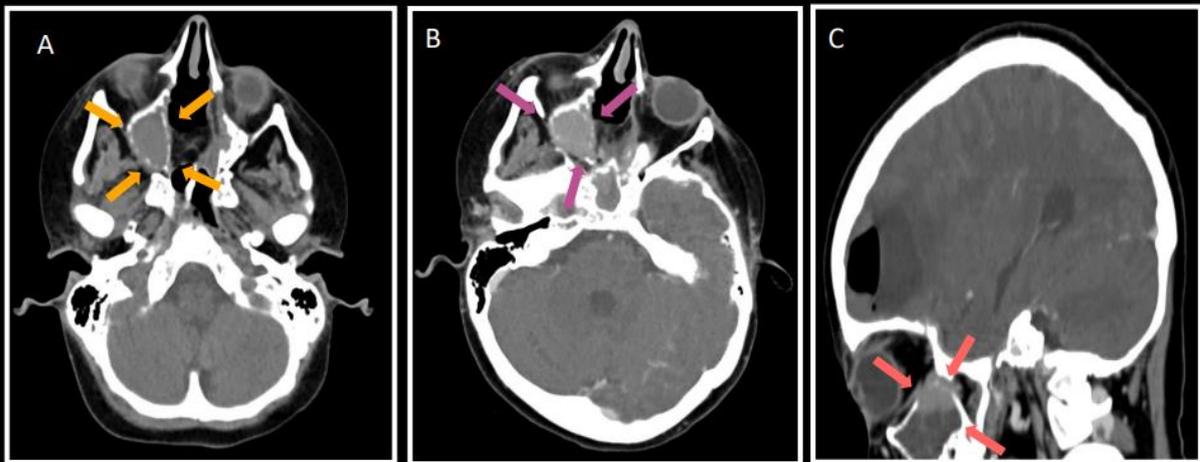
TC de crânio de controle no plano axial antes (A) e após a injeção do meio de contraste (B) e no plano sagital (C) evidenciou área de captação de contraste no teto do seio maxilar direito. O restante do seio maxilar direito encontra-se preenchido por secreção. Seio maxilar esquerdo hipoplásico.
